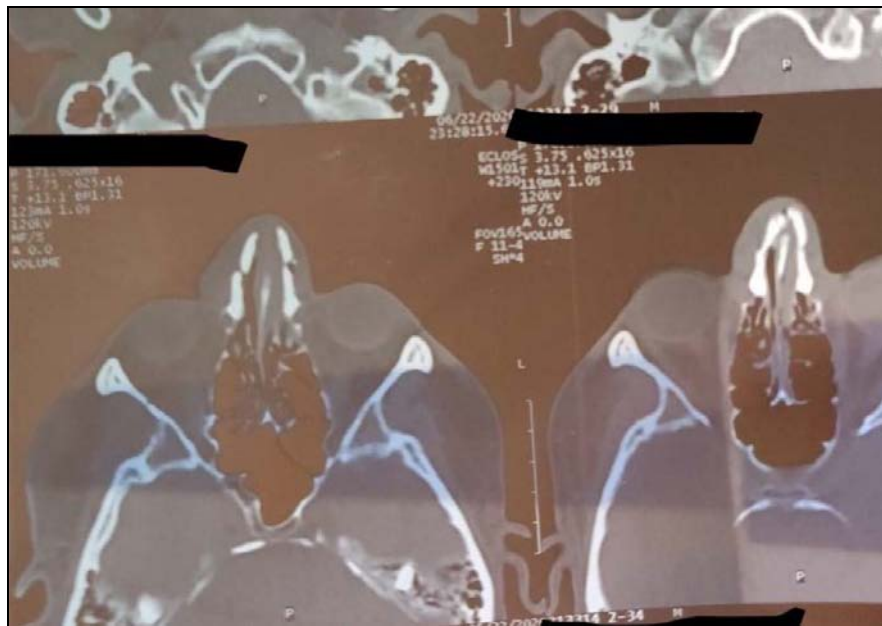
TDM, Fracture centro-faciale : CNEMFO : Fracture des deux apophyses ptérygoïdes, Fracture de la racine du nez, Fractures des parois internes et latérales
